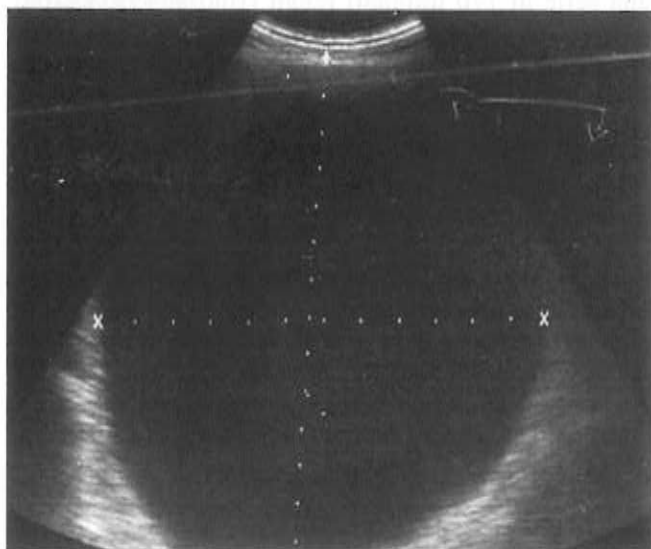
Ecografia addominale che mostra un'enorme massa anecoica, definita come "vescica".
